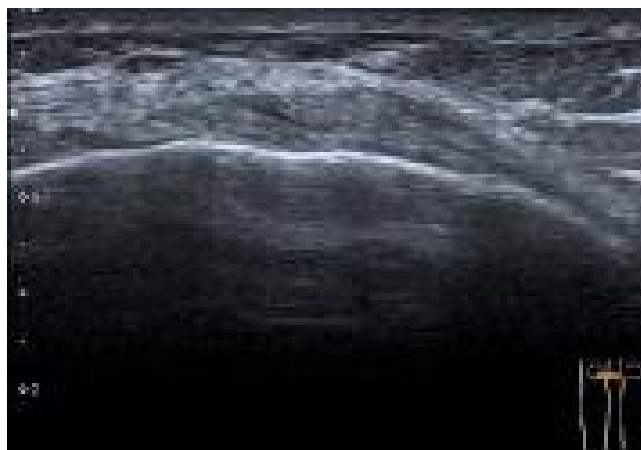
Image échographique : ligament collatéral médial normal :Hyperéchogène avec aspect fibrillaire.
